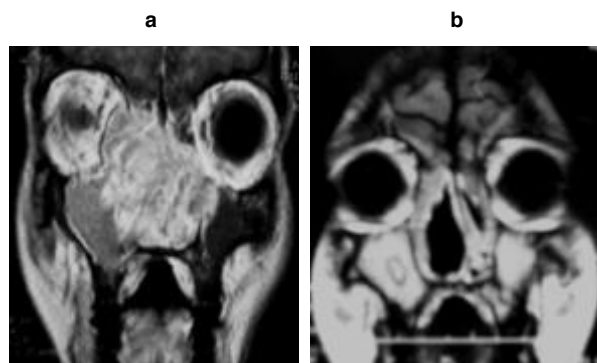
IRM en coupe coronale du cas 2.
